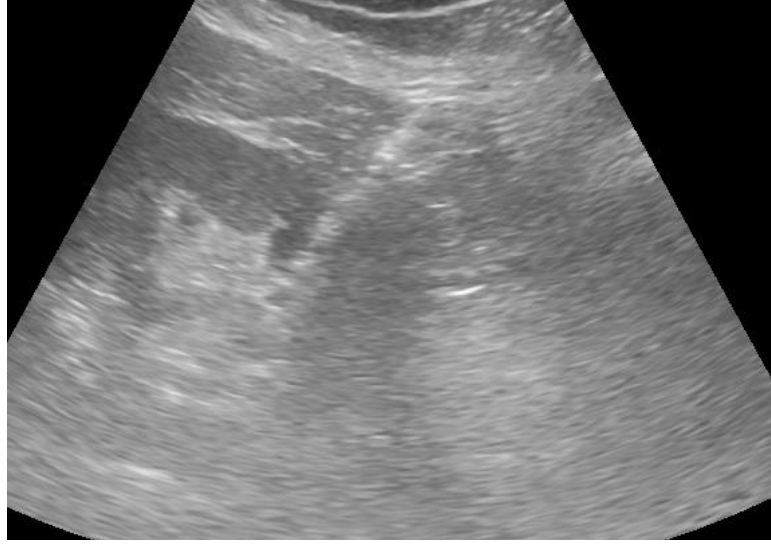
54 yaşında erkek hastada ultrason eşliğinde yapılan geleneksel yöntem ile biyopsi sonrası ekojen hat görülüyor.
